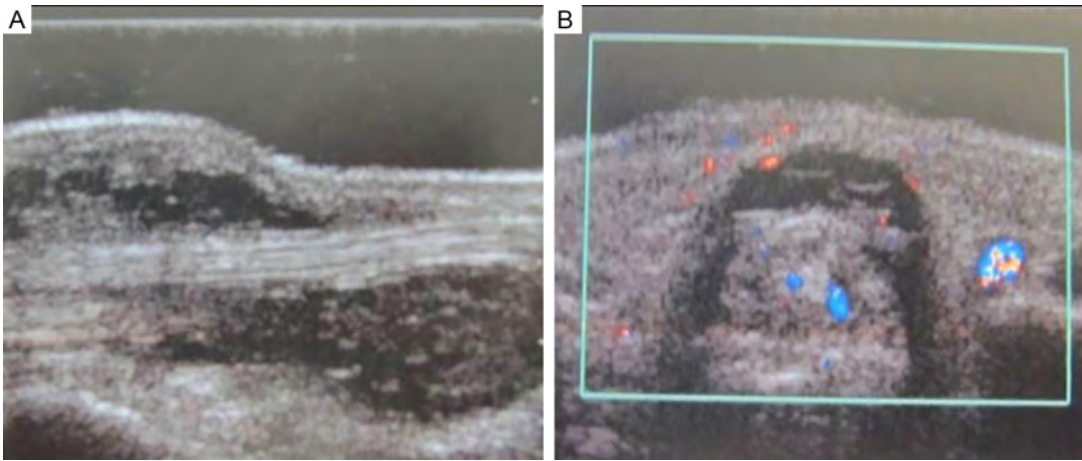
A - Ultrassonografia da região palmar direita: corte perpendicular mostrando coleção hipocogênica circunscrita. Imagem 3B: Ultrassonografia da região palmar direita: tendões com extensa coleção circunscrita de conteúdo hipocogênico associado a debris
